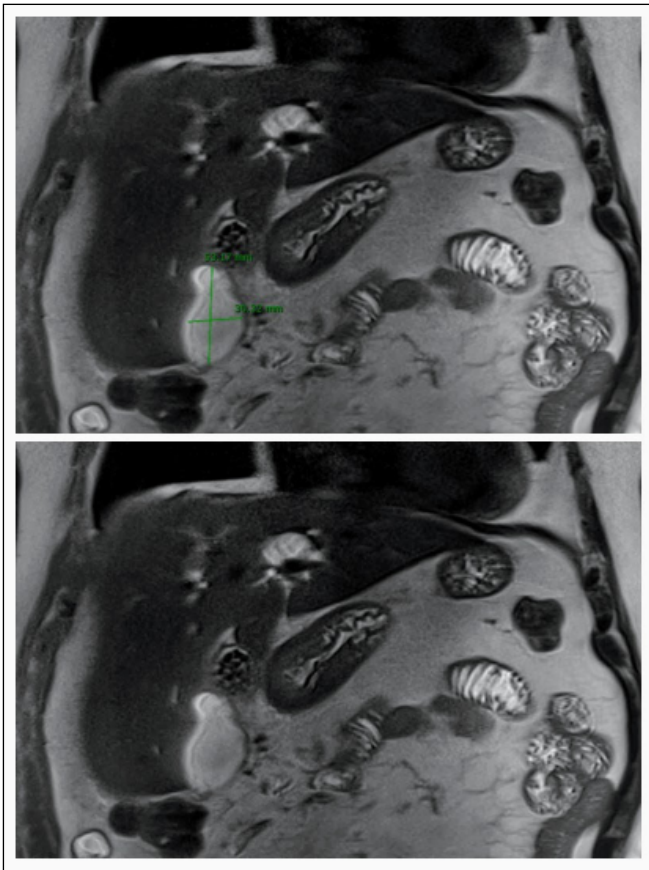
Corte coronal de resonancia magnética de abdomen donde se puede observar colección líquida subhepática/perivesicular compatible con absceso de 53x30mm en dicho plano.
